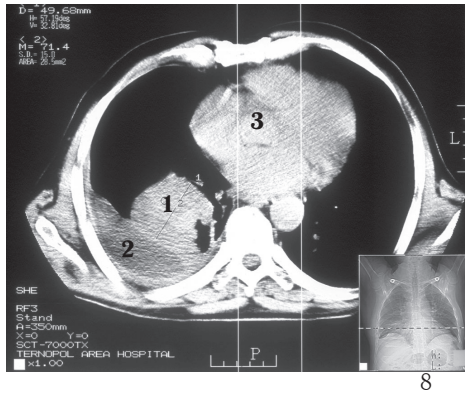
КТ: периферичний рак правої легені.
